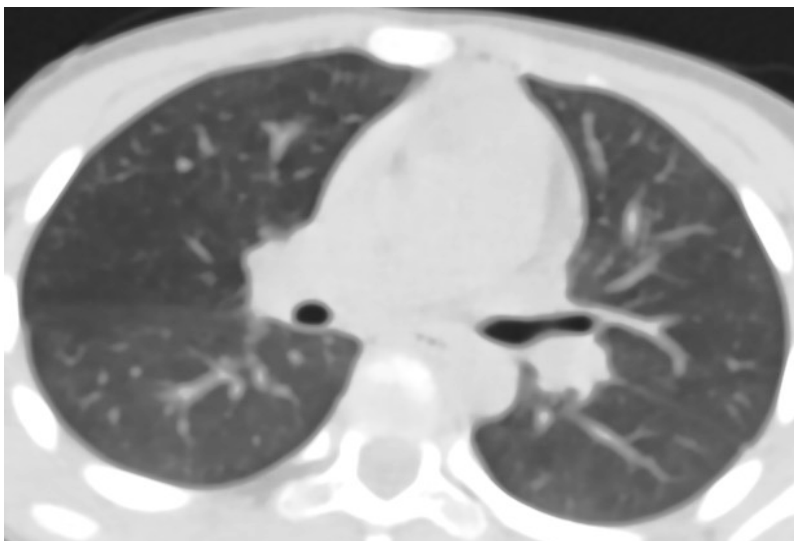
Компьютерная томография органов грудной клетки пациента 17.05.2020 г. (6-й день болезни, комментарии в тексте)
